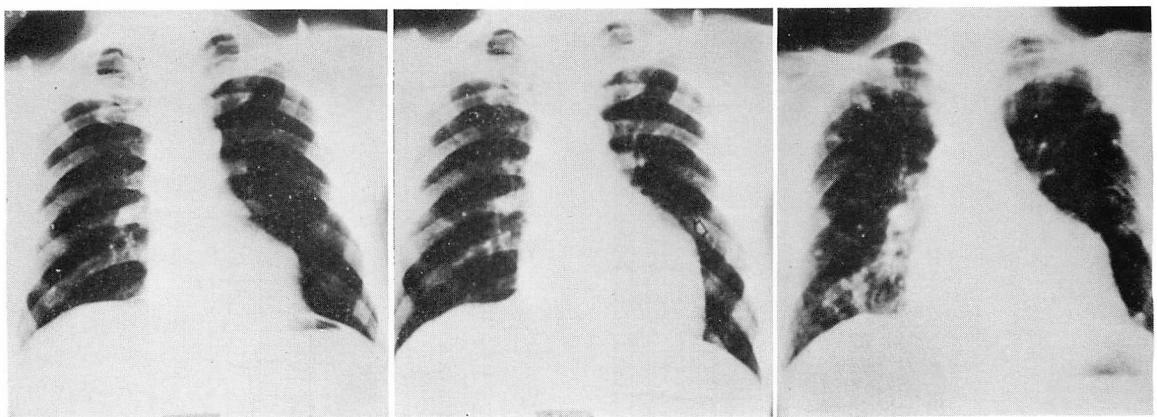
Serial chest radiographs.
